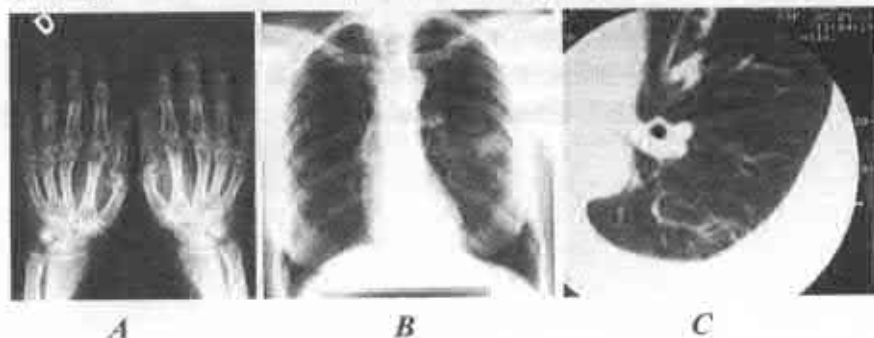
A – radiografie a mâinilor: osteoporoză juxtaarticulară, periostoză a oaselor antebrăului. B – MRF cutiei toracice: pe stânga – formațiune rotundă (1,5×1,5 cm). C – CT toracelui: pe stânga – formațiune de volum (suspiciune la formațiune neoplazică).
